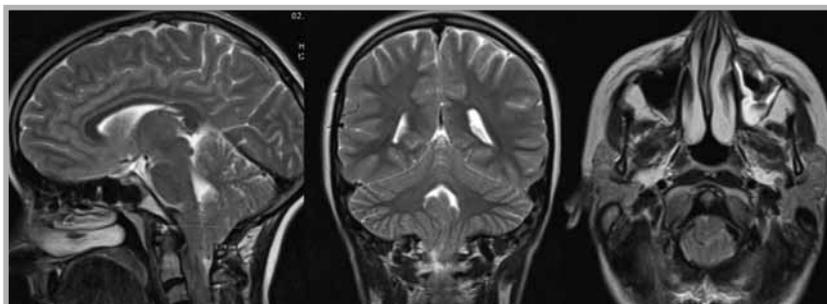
МРТ ГМ: эктопия миндалин мозжечка на 1,79 см ниже линии Чемберлена
